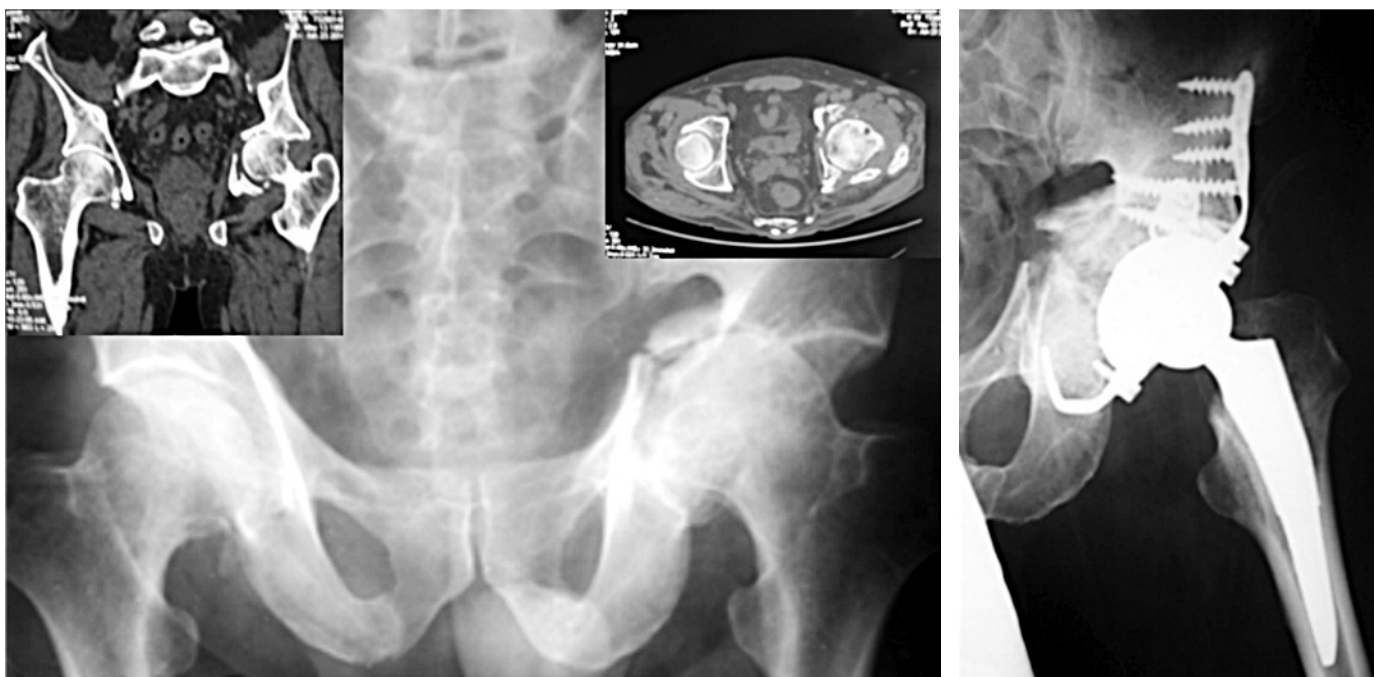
Несправжній суглоб кульшової западини, оглядова рентгенограма тазу, корональний та аксіальний скани (А). Стан після ТЕПКС з використанням опорної конструкції та кісткової аутопластики спонгіозою з видаленої головки стегнової кістки (Б).
